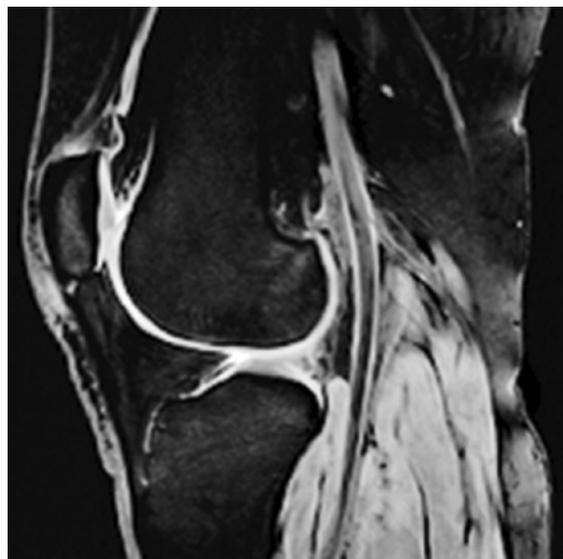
Ressonância magnética de joelho.
